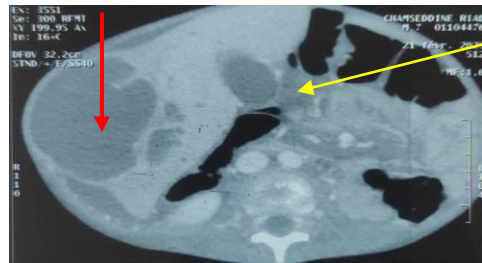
TDM révèle une collection hépatique avec effraction capsulaire, en contact intime avec la paroi abdominale et un cavernome porte
